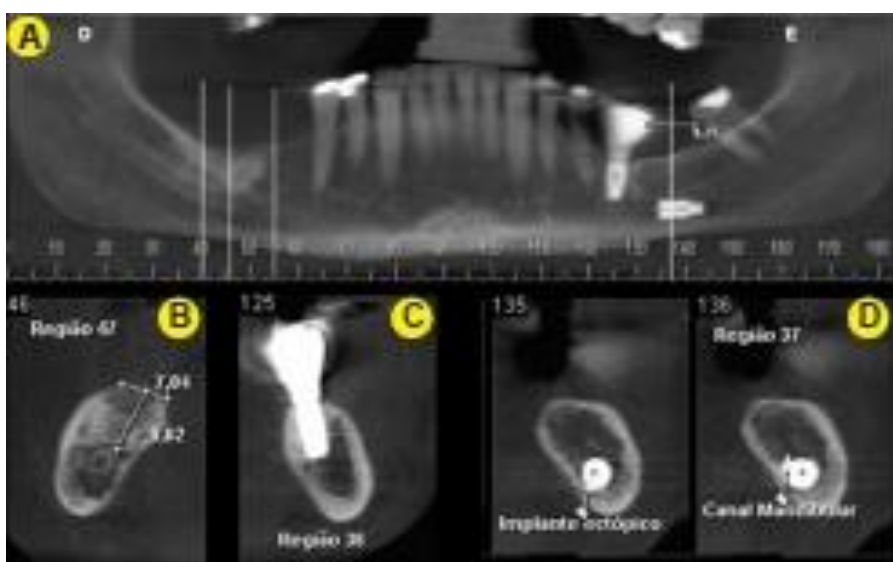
Tomografia computadorizada feixe cônico do quarto paciente onde visualiza-se o implante acidentalmente colocado no interior do canal mandibular.
